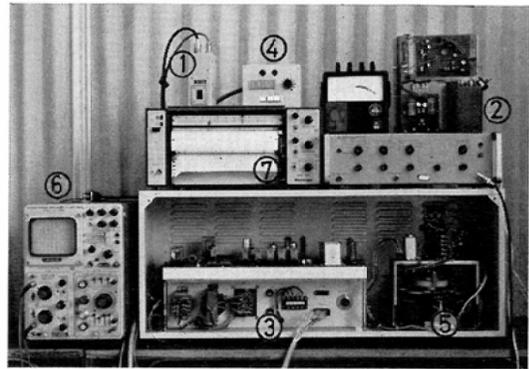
This is equipment which records changes of incident X-ray exposures on film during axial transverse tomography. It also automatically controls X-ray tube voltage pursuant to the changes of incident X-rays: (1) Photomultiplier, (2) D.C. Amplifier, (3) Servo Amplifier, (4) Dose Setting Meter, (5) Tube Voltage Compensator, (6) Storage Oscilloscope, (7) Blackening Curve Recorder.
